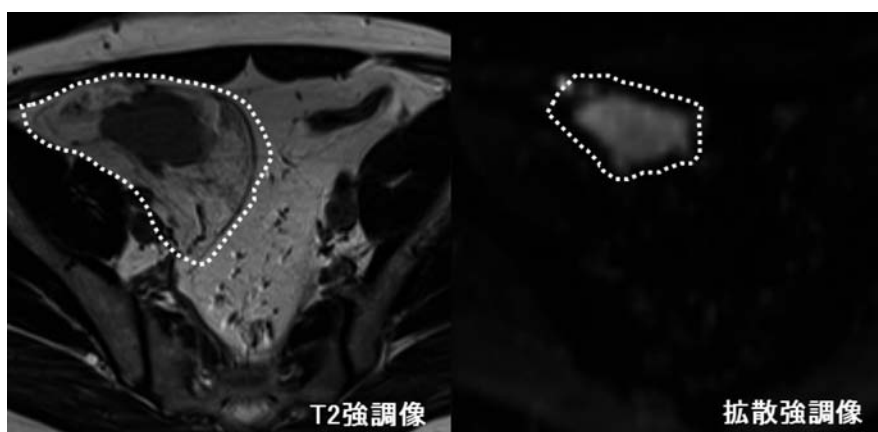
Pelvis MRI (2 years later). The tissue around the mass was a high signal with a T2-weighted image. The signal was inhibited by fat suppression, and the surrounding tissue showed the increase of the retroperitoneal fat ingredient.
